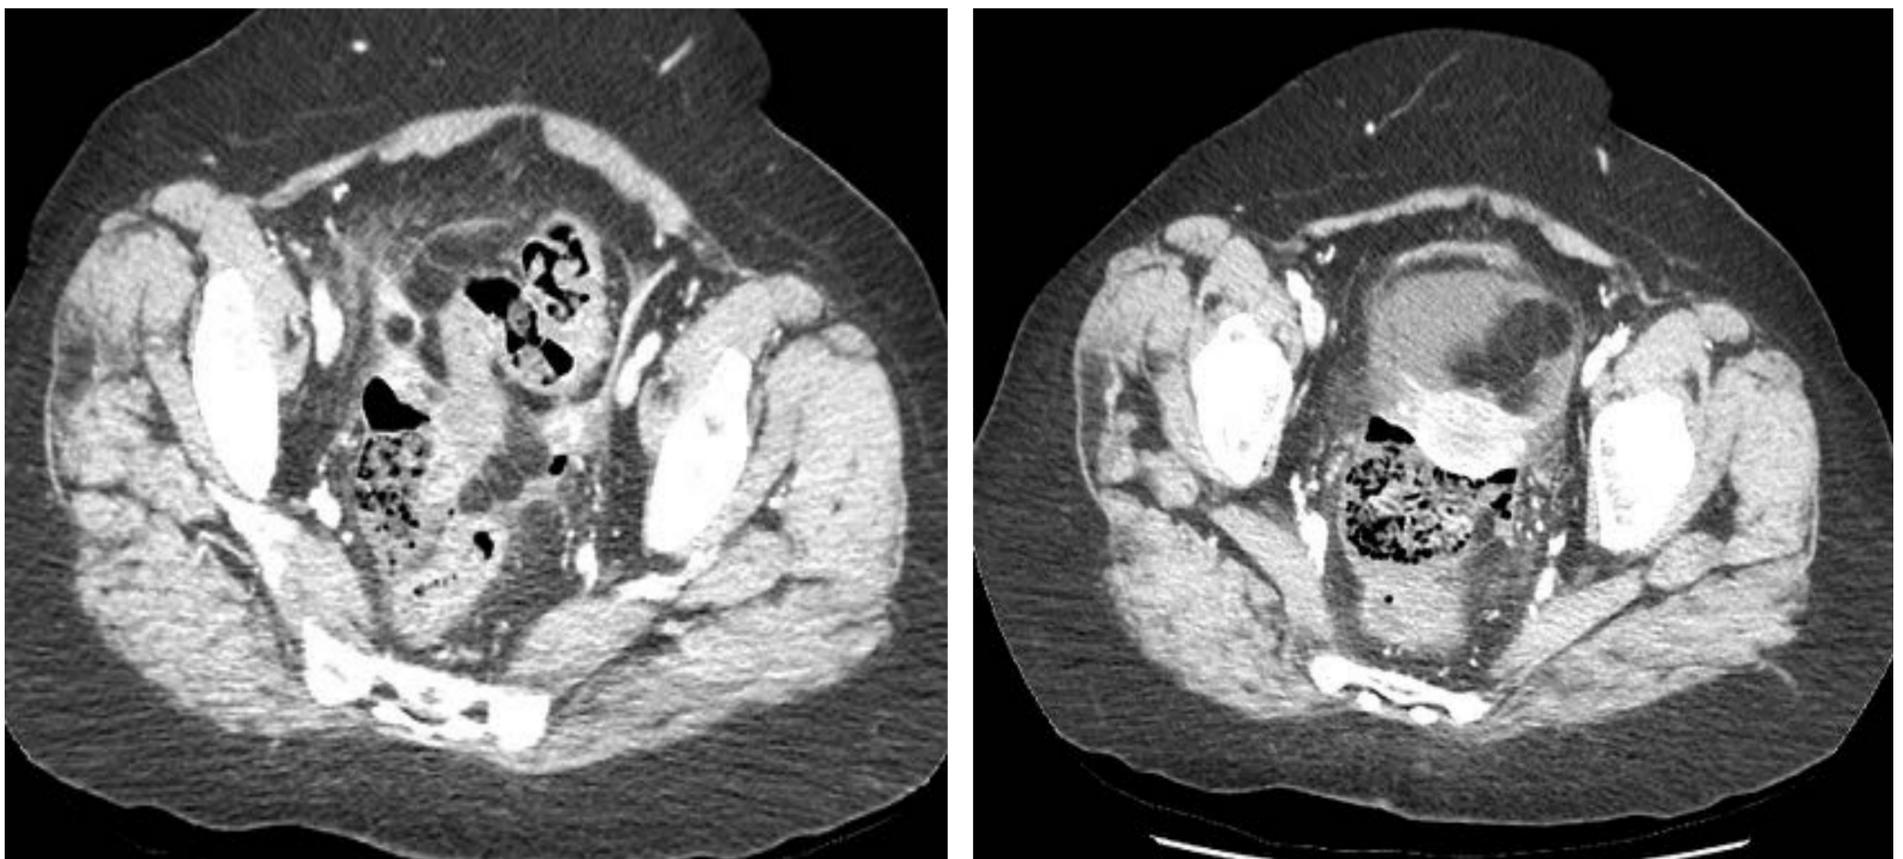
Cortes axiales, TC abdominopélvico tras administrar CIV.
